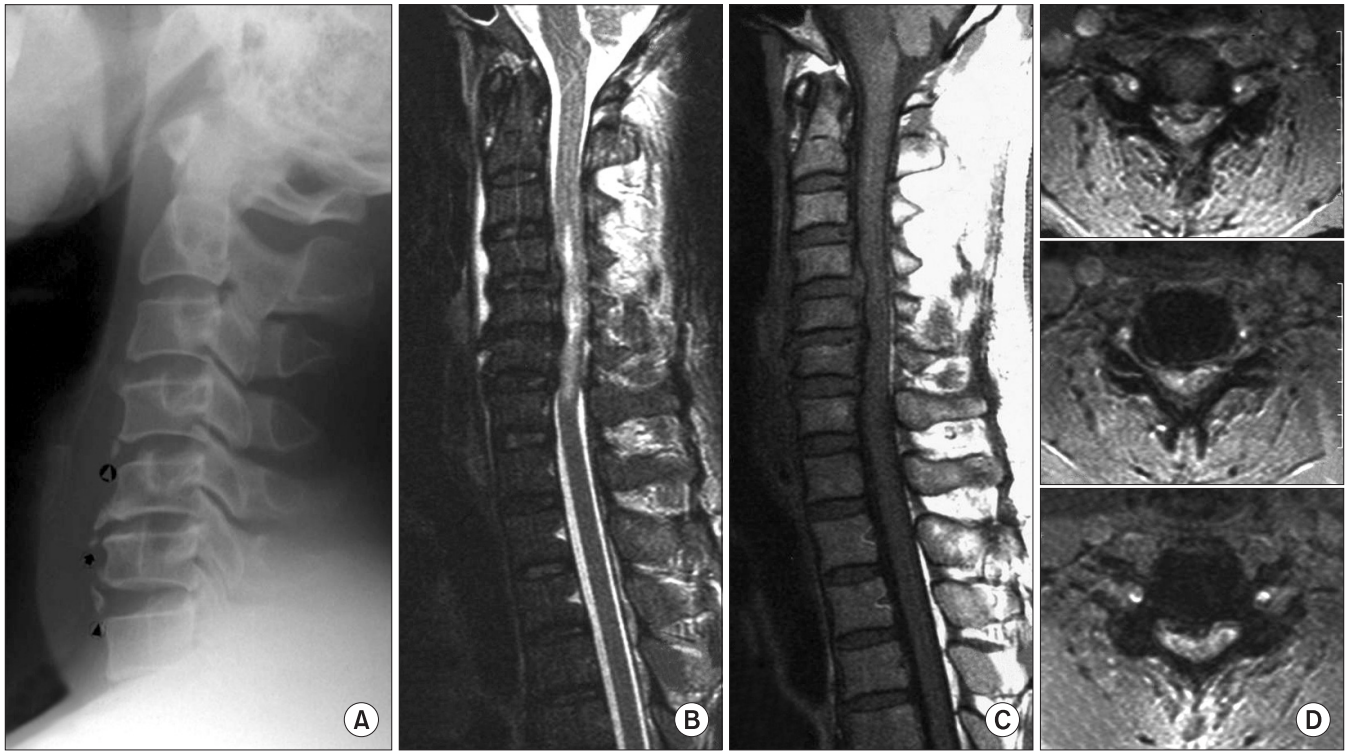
(A) Preoperative C-spine lateral radiograph shows no bony abnormality except bony ossicles on C4-5, C5-6, and C6-7 disc space. (B-D) However, T2-weighted, T-1 weighted sagittal and axial magnetic resonance images show cord signal change on C3-7 and high signal intensity on the prevertebral space and posterior neck muscle group, disc extrusions and anterior longitudinal ligament disruption.
